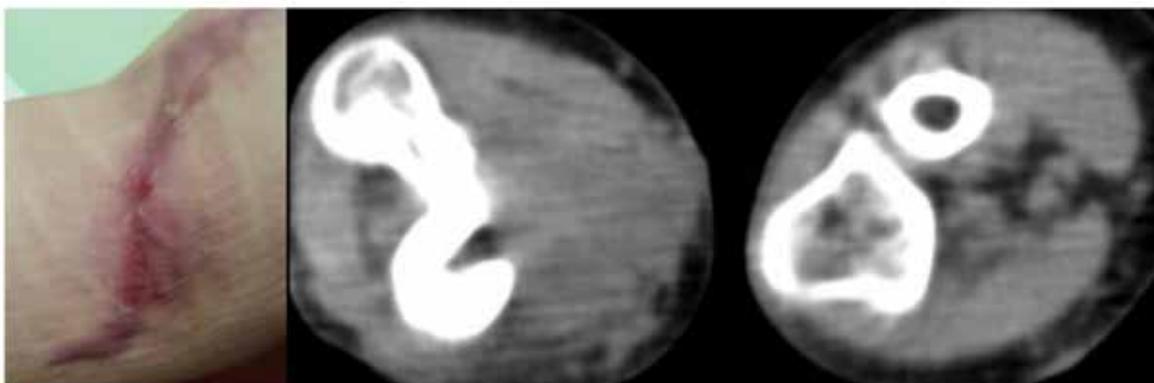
Aspecto clínico no momento da recidiva e Tomografia computadorizada – sequestro ósseo. Fonte: HPSE - Arquivo Pessoal do Autor.
